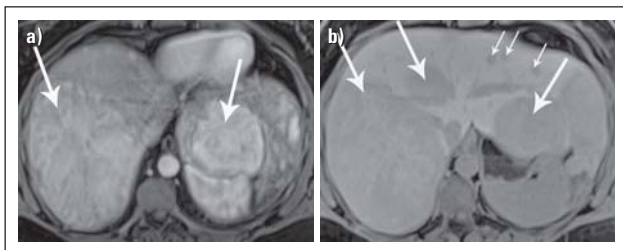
MRT-KM-Anfärbeverhalten des inflammatorischen Adenoms. (a) In dem T1-gewichteten Bild in der arteriellen Phase nach Gabe von Gadoxetat kommen mehrere, bis > 5 cm messende, hypervaskularisierte Raumforderungen in beiden Leberlappen zur Darstellung (Pfeile). (b) 20 Minuten nach Gabe von Gadoxetat zeigen die Raumforderungen in beiden Leberlappen (Pfeile) ein eindeutiges Auswaschen. Weitere kleine Adenome kommen durch das KM-Auswaschen besser zur Darstellung (kleine Pfeile). Diese MRT-Merkmale erlauben die sichere Diagnose von multifokalen inflammatorischen Adenomen. Die Größe des Adenoms und dessen Subtyp indizieren eine entsprechende gezielte Therapie auf Basis der KM-verstärkten MRT-Merkmale.
